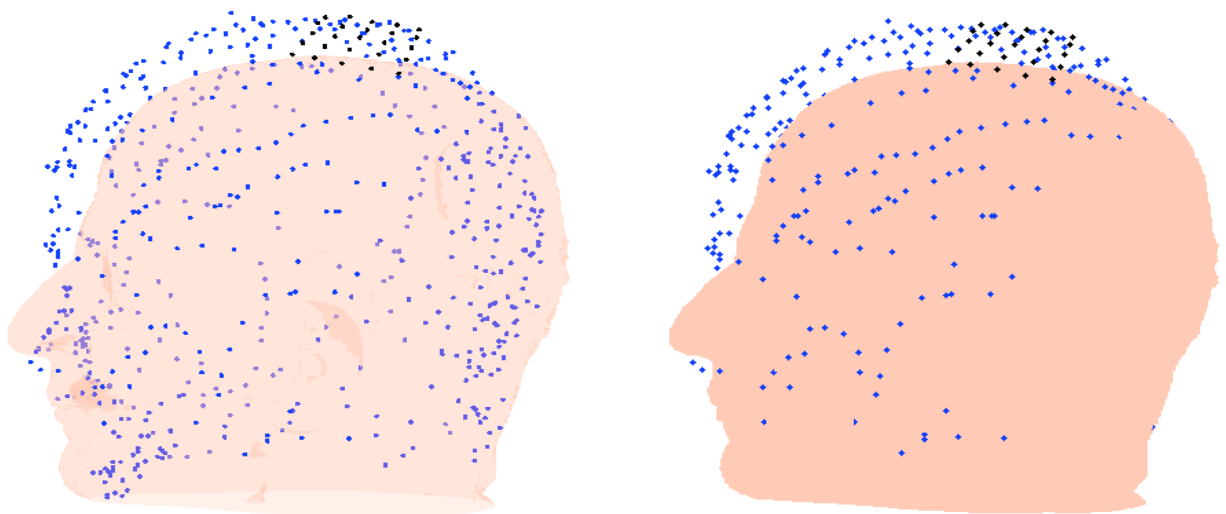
Exemplo de erro de corregristo da nuvem de pontos com a respectiva MRI.
